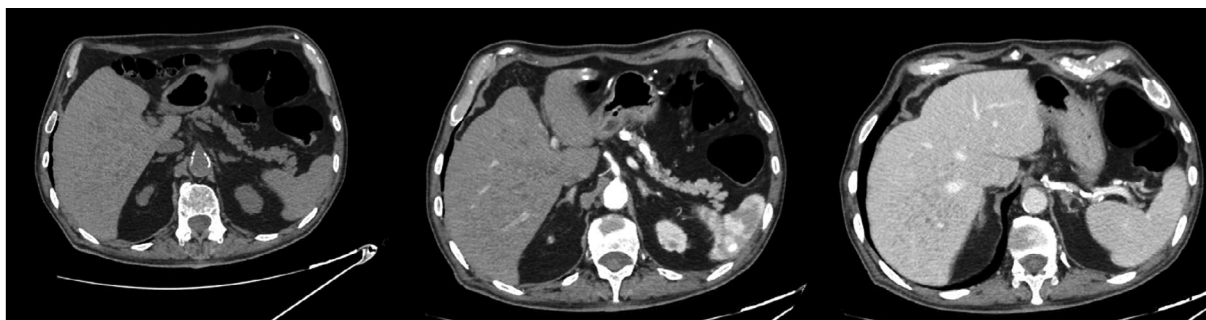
Компьютерная томография (аксиальный срез): гиподенсивные очаги без значительного контрастного усиления в артериальной и венозной фазах.
